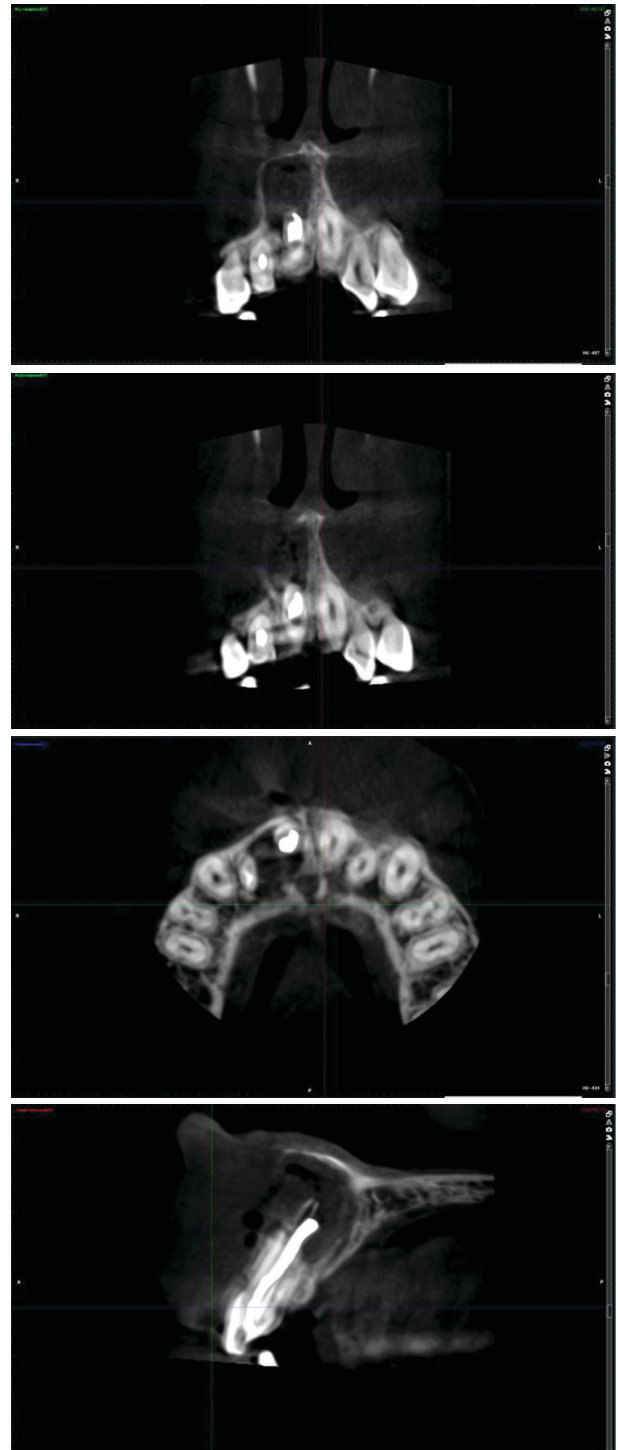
Конусно-лучевая компьютерная томография от 24.07.2018 г.
